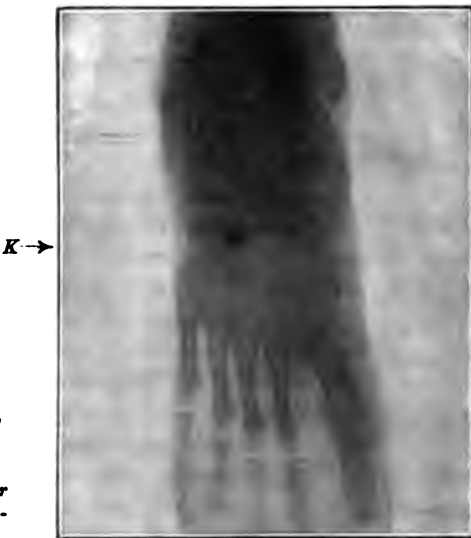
Röntgenphotographie einer frischen Schußverletzung des rechten Fußes; K Kugel.
